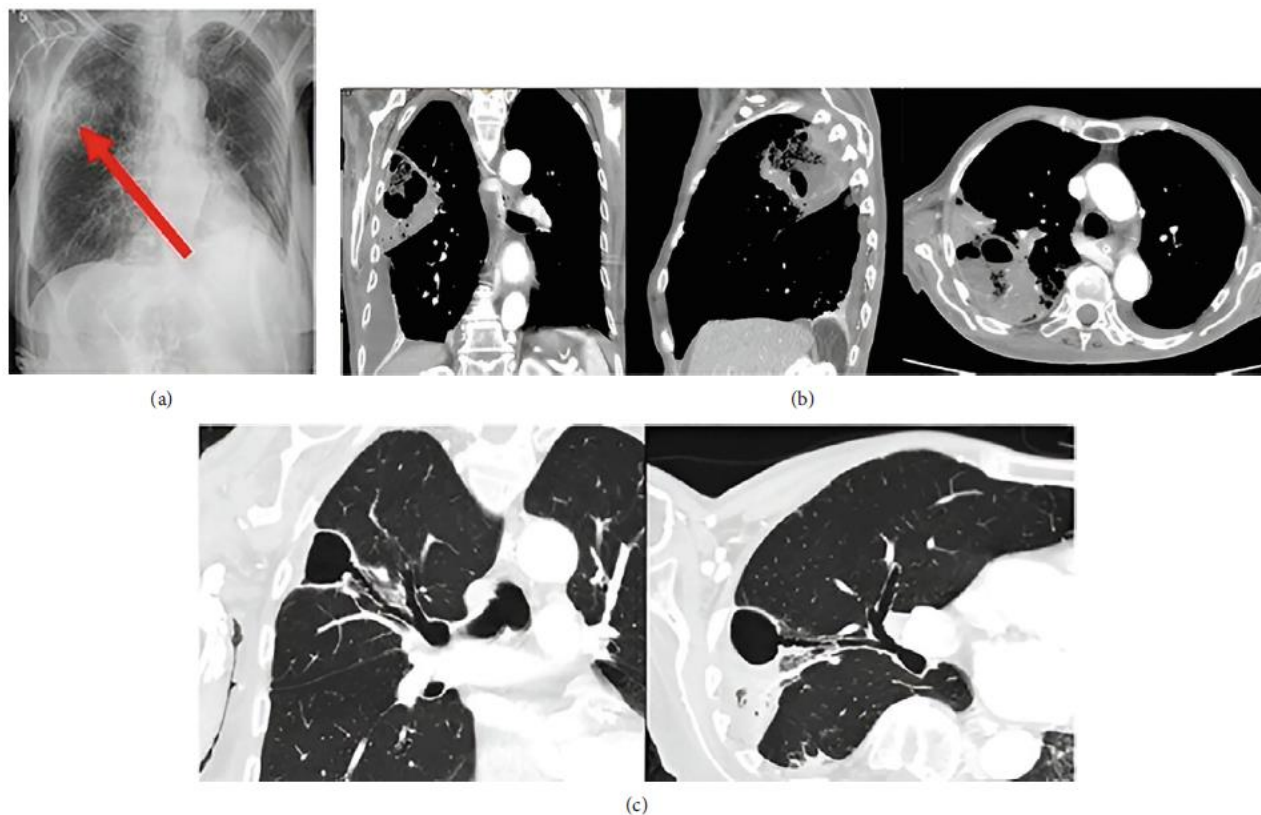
a) Hình ảnh CT được chụp khi nhập viện. b) Hình ảnh CT theo dõi được chụp sau 3 tuần và c) sau 9 tuần. Ổ áp xe được đánh dấu bằng mũi tên.
